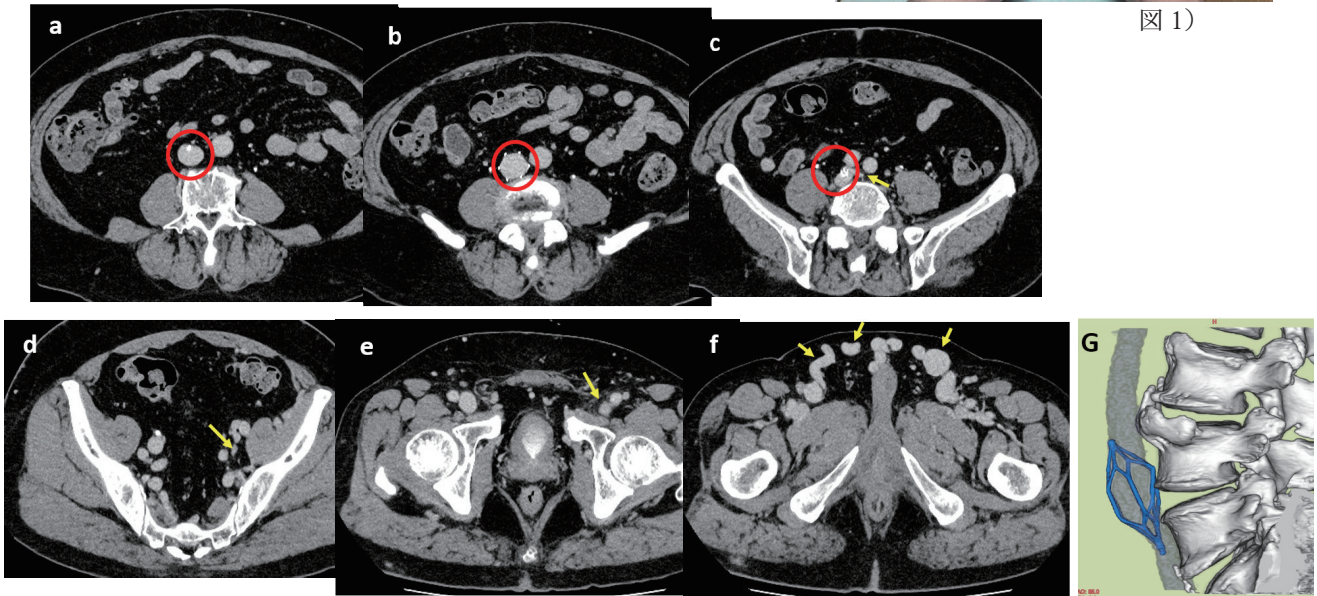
術前 CTA。IVCF 内は開存しており、両端の IVC 壁への埋没は認めず、body 部分の埋没も目立たない (a-c の赤丸)。左 CIV-EIV は全長に渡りやせ細っているがわずかに造影効果あり (c,d の矢印)、左 CIV 流出路は IVCF 下端が overlaps している (c の矢印)。左 CFV は開存しており穿刺可能と判断 (e 矢印)。下腹部に著明に拡張した側副血行路を認める (f)。IVCF は背側で腰椎に押されているが軽度の変形のみであり、明らかなストラットの破損無し (G)。
